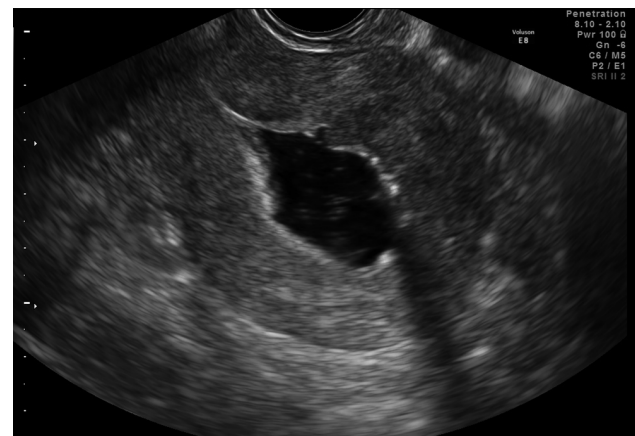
Empty uterine cavity, confirmed by hysterosonography, after successful resectoscopic resection of the submucous uterine myoma (Voluson E8 system (GE Healthcare, Zipf, Austria))
